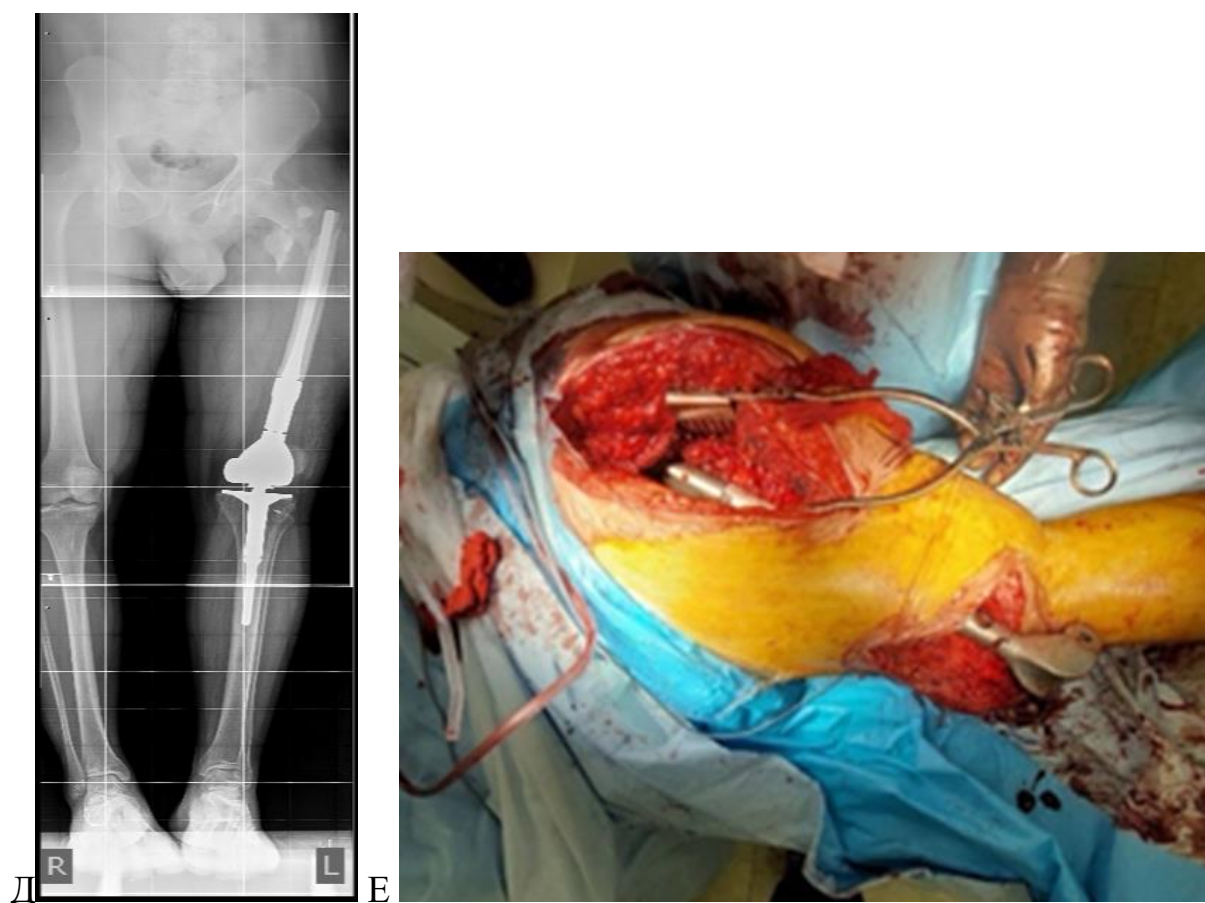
Клинический пример тотального ревизионного эндопротезирования левой бедренной кости на фоне травматического перелома бедра: рентгенограммы пациента с выявленной нестабильностью бедренного компонента эндопротеза
